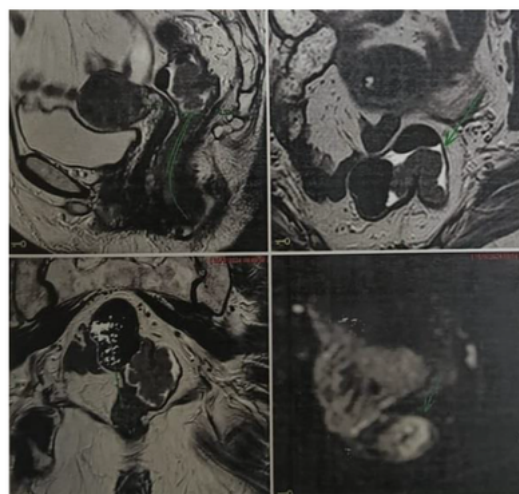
Resonancia magnética de pelvis de alta resolución, informa un tumor T2N0M0
